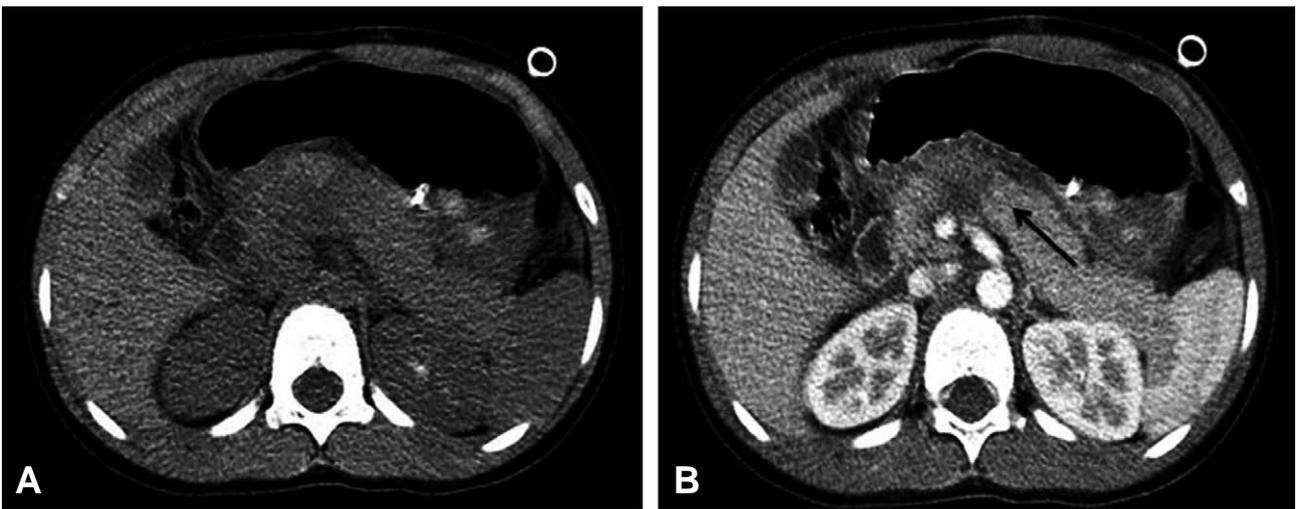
The abdominal computed tomography images of a 7-year-old boy with a bicycle handlebar injury. (A) Axial image obtained at precontrast computed tomography. (B) Focal low attenuation in the junction of pancreas head (arrow) and body reported with peripancreatic fluid collection.
